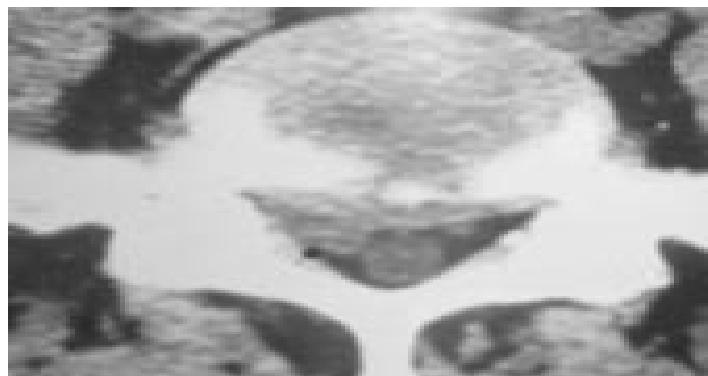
TDM lombaire montrant une hernie discale au niveau de la racine nerveuse[150]
